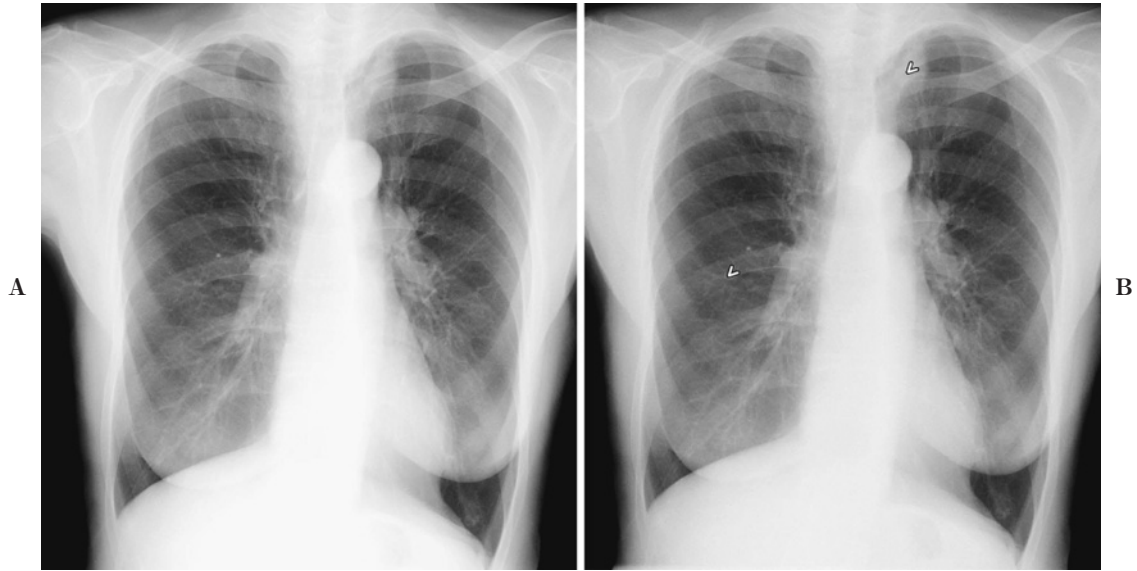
An 82-year-old woman with adenocarcinoma in the apex of the left lung. Chest radiograph (A) and computer-aided nodule detection (CAD) image (B). Diagnosis of 3 among 8 observers improved from false negative to true positive by referring to CAD output.
